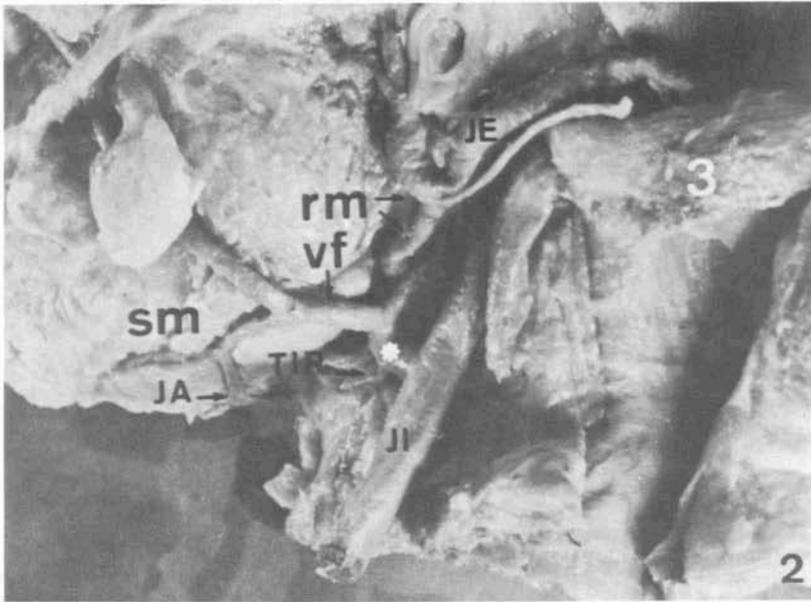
Vista lateral - Músculo esternocleidomastóideo rebatido (3), mostrando o tronco venoso(\*) formado após anastomose profunda com a veia retromandibular (RM).
